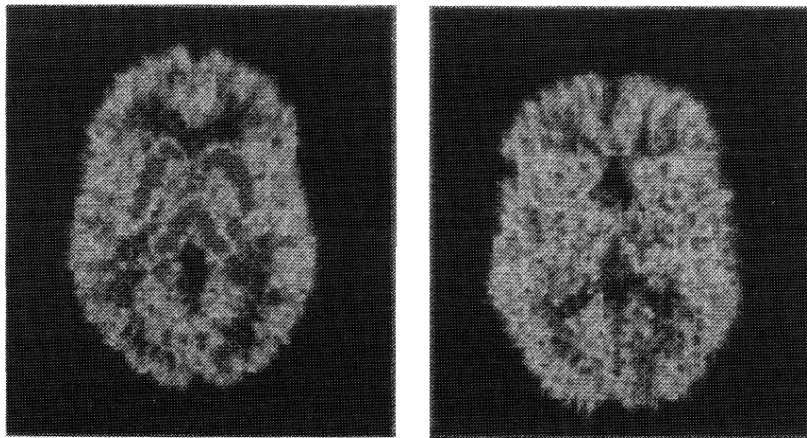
使用 PET 掃瞄人腦時，腦內組織活動情形。左圖：在人正常睡眠時；右圖：同一人在 REM 睡眠時。(資料來源：Human Disease & Conditons <http://www.humanillness.com/Behavioral-health-sel-vi/sleep.html>)
